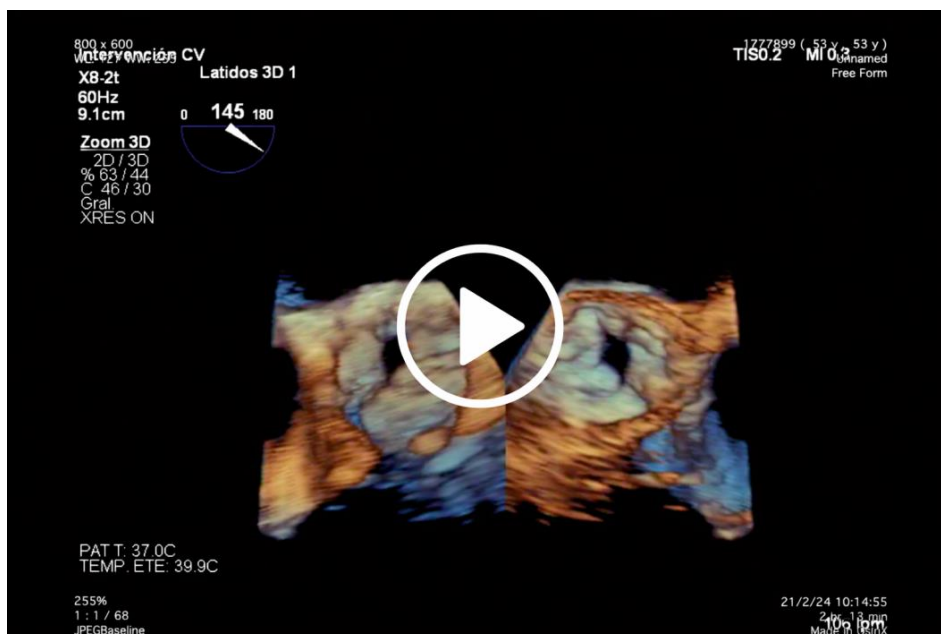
Video de ecocardiografía 3D mostrando vista aórtica y ventricular de válvula aórtica que demuestra morfología unicúspide unicomisural que condiciona doble lesión aórtica severa. Se aprecia el sitio único de anclaje, orificio excéntrico
